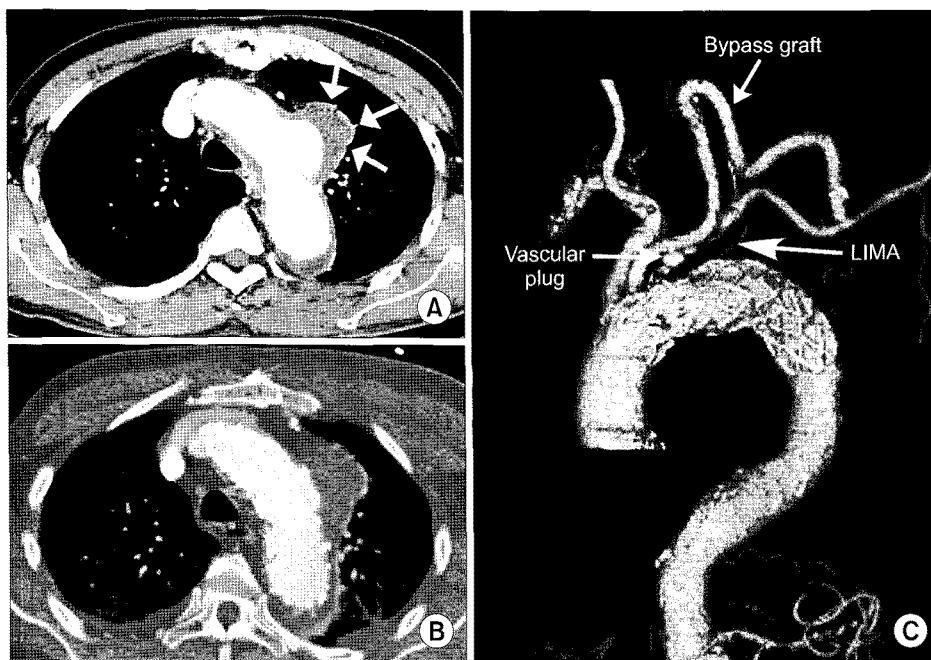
Left carotid-axillary bypass grafting and endovascular repair (Patient 8 who underwent coronary artery bypass grafting using left internal mammary artery 4 years ago). (A) Preoperative CT scan shows saccular aneurysm on aortic arch (arrows). (B) Endovascular repair excludes saccular aneurysm. (C) 3-D CT angiography after 6 months shows complete exclusion of saccular aneurysm and good patency of carotid-axillary graft and internal mammary artery graft. LIMA=Left internal mammary artery.
